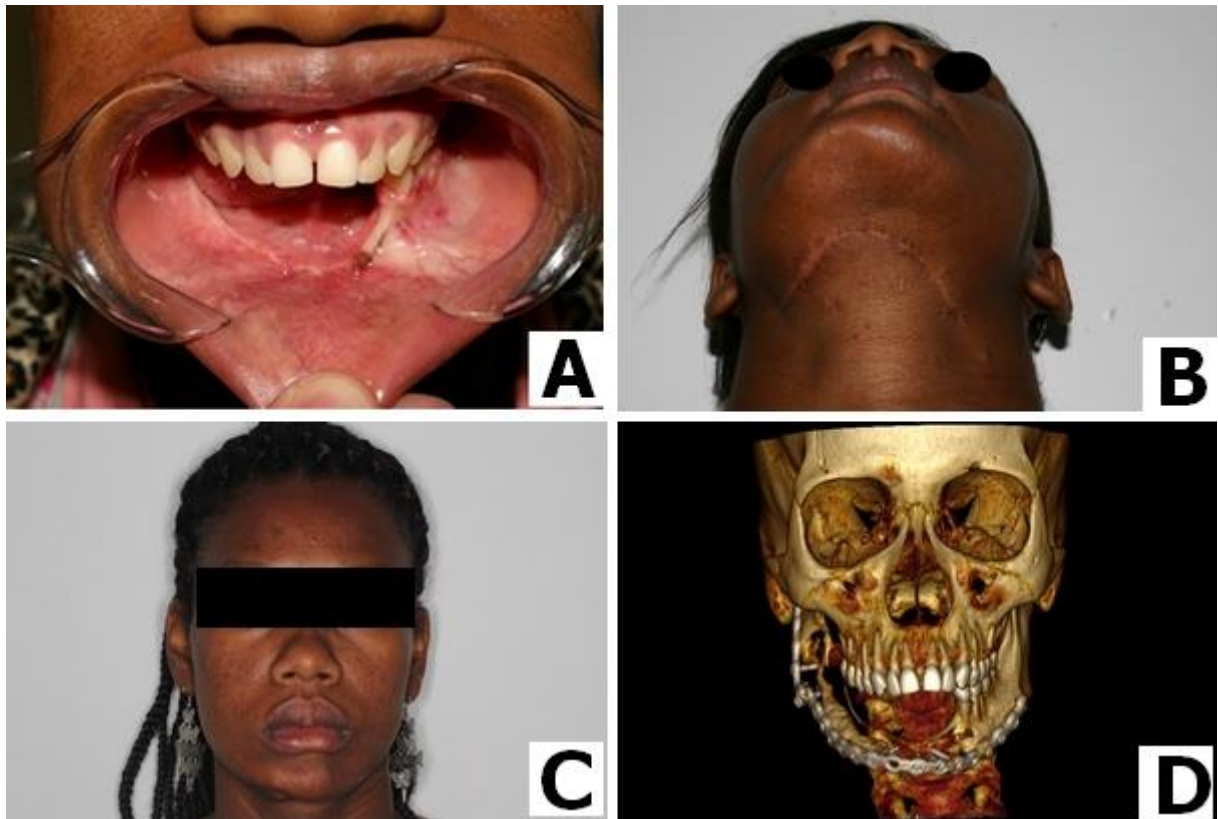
A) Exame clínico intraoral onde é possível analisar oclusão satisfatória dos dentes remanescentes. B) Visão caudocraniana mostrando o contorno mandibular esteticamente satisfatório após enxerto. C) Visão frontal onde a paciente apresentou simetria facial. D) Tomografia computadorizada.
